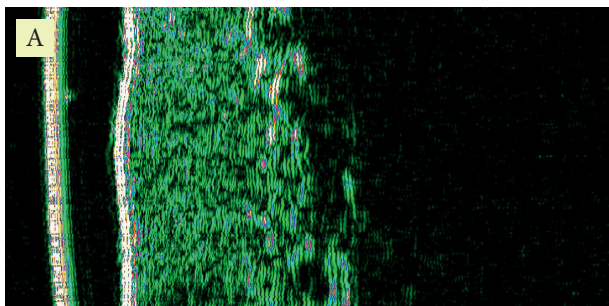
УЗИ кожи пациентки Г. после окончания курса лечения: А – УЗИ кожи до начала терапии; Б – УЗИ кожи после проведенной терапии
